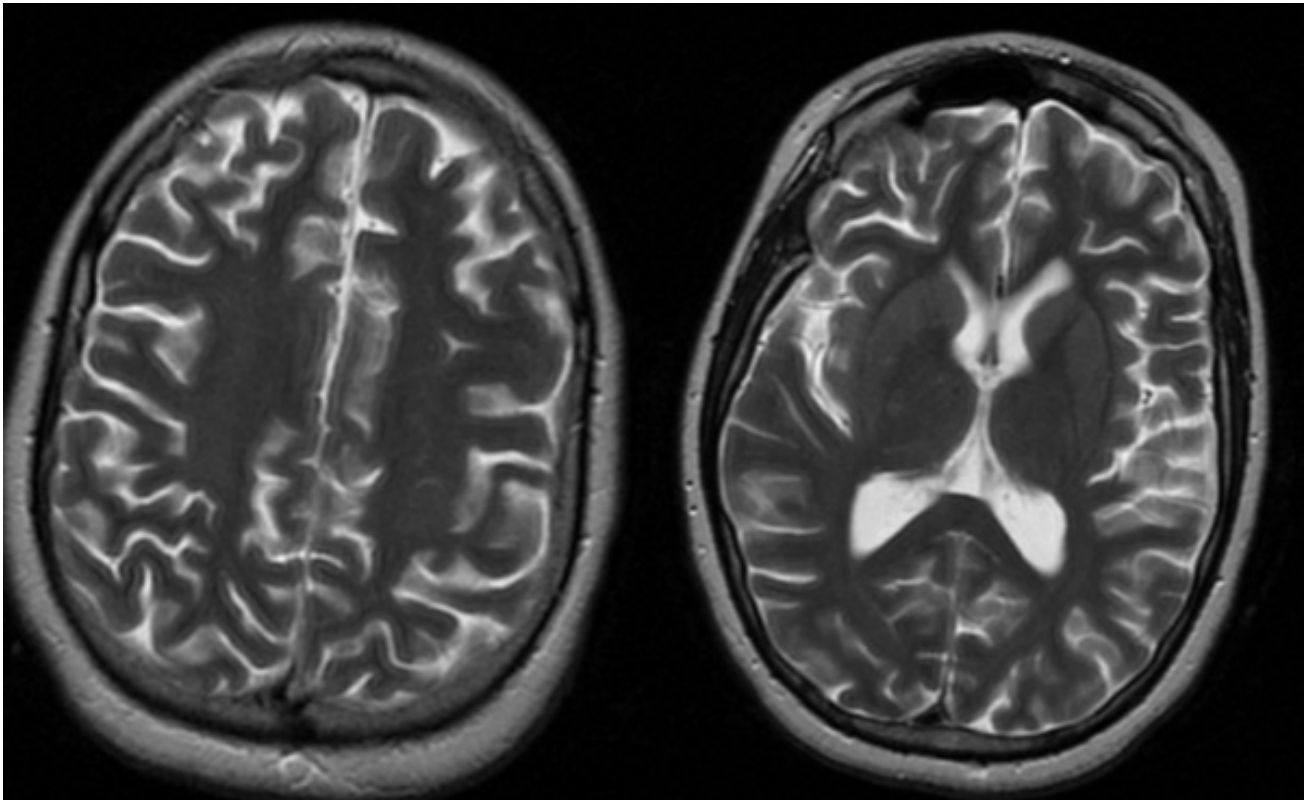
RM de control 3 meses después. Resolución radiológica completa.
